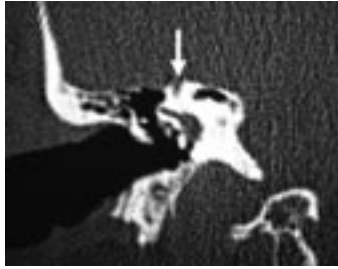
TC coronal del oído derecho en un paciente que presentaba un fenómeno de Tullio y un desequilibrio crónico. Nótese como el canal semicircular superior está debiscente en su región apical (flecha blanca), quedando en la eminencia arcuata una comunicación anormal entre el espacio perilinfático y el espacio intracraneal. El tegmen timpani adyacente también está debiscente
